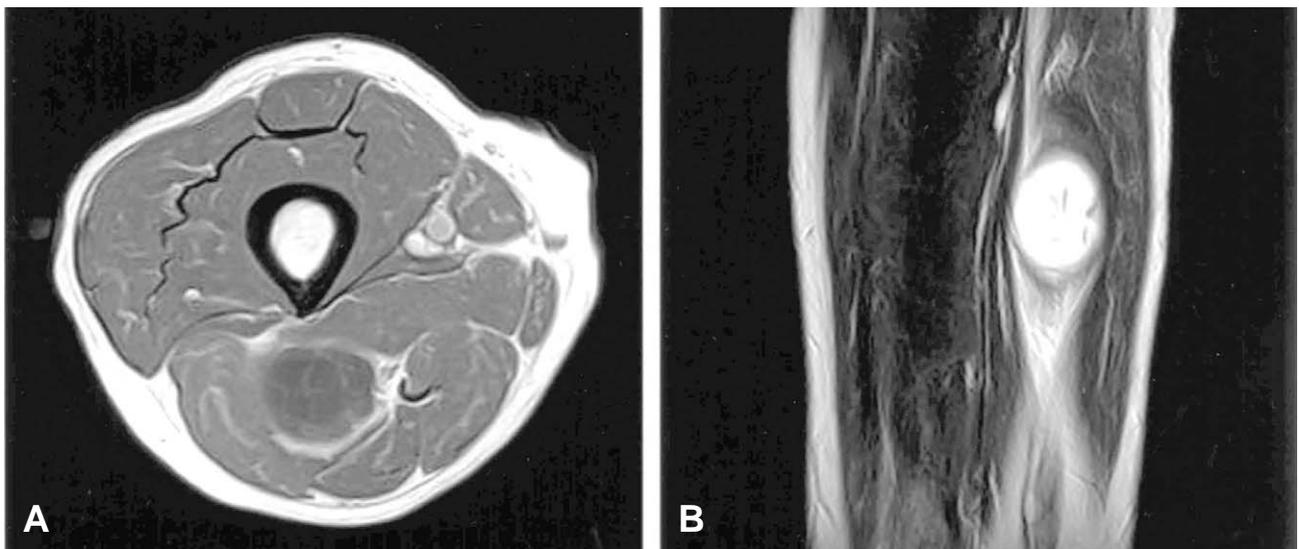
MRI of right thigh showed schwannoma with encapsulated heterogeneous density. (A) Axial T1-weighted view. (B) Sagittal T2-weighted view at the level of midthigh.
